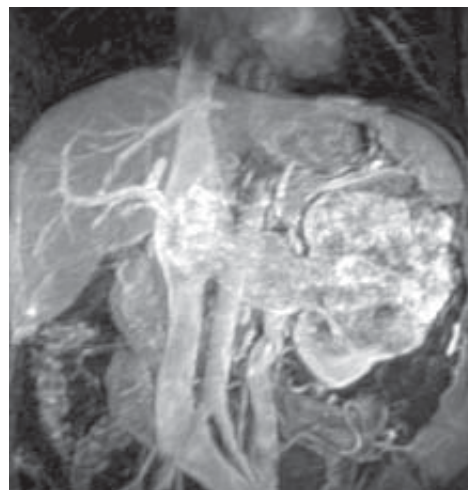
IRM secțiune coronală. Tumoră renală stângă. Tromb în vena renală și vena cavă inferioară.
